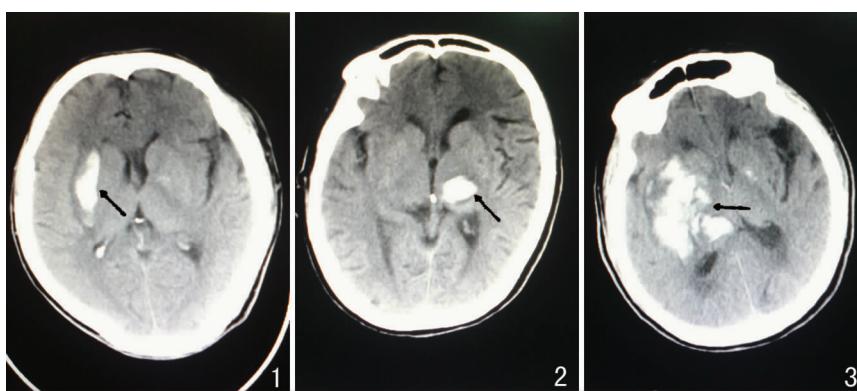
螺旋 CT 冠状位平扫示右侧基底节出血外侧型(↑) 图 2 螺旋 CT 冠状位平扫示左侧丘脑出血内侧型(↑) 图 3 螺旋 CT 冠状位平扫示右侧基底节出血内侧型—内囊已破坏(↑)
